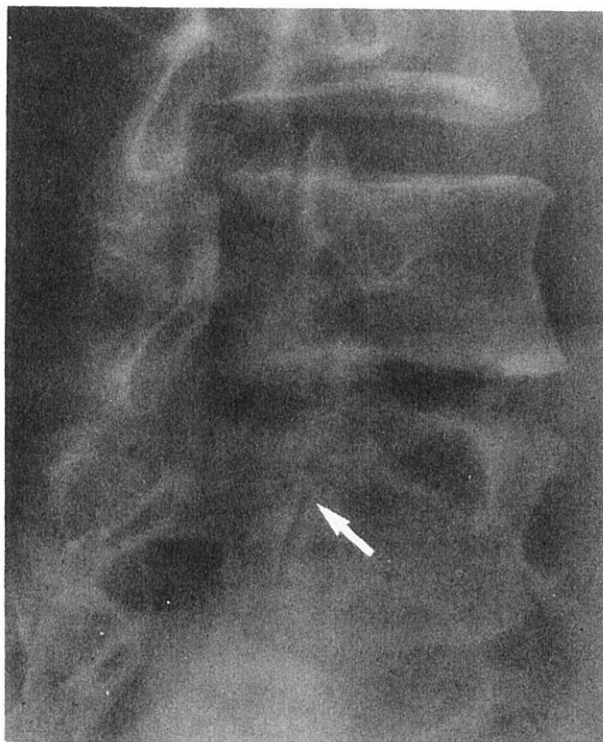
Case 1: Left posterior oblique lumbar spine radiograph of 21 January 1964 shows left-side pars interarticularis defect (arrow) of L5
